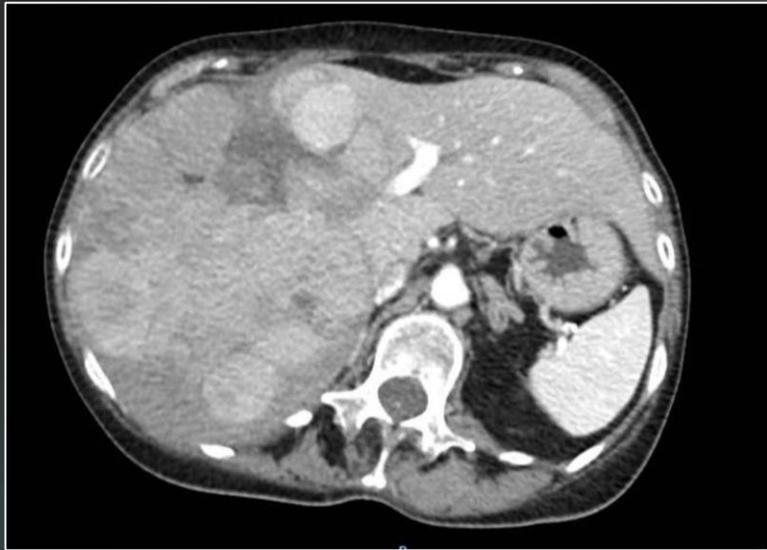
Corte axial de tomografía computada de abdomen y pelvis con contraste endovenoso.
